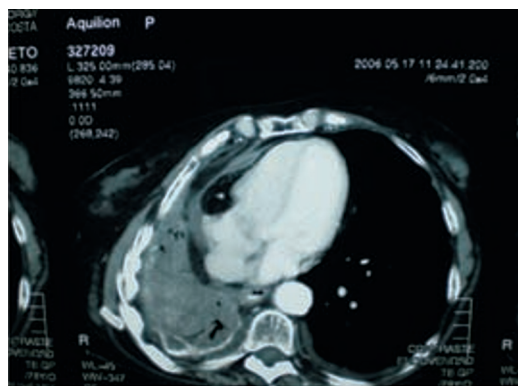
TAC toracoabdominal de 17/05/06 (prévio ao início do erlotinib)
